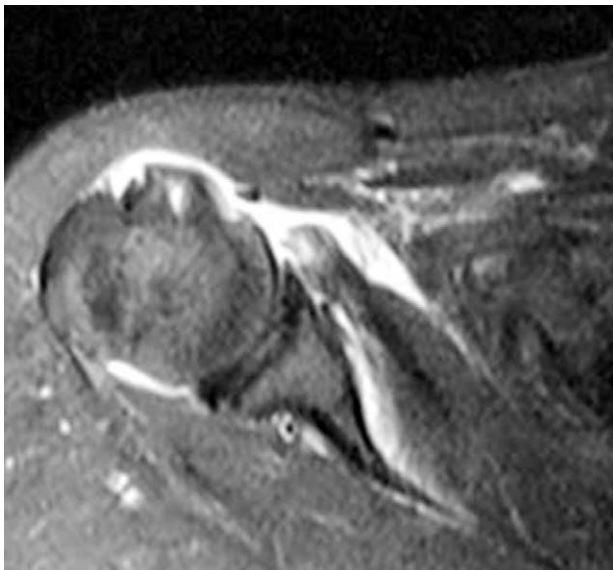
Axial T2-weighted MR image of the right shoulder demonstrating a complete tear of the subscapularis tendon.
